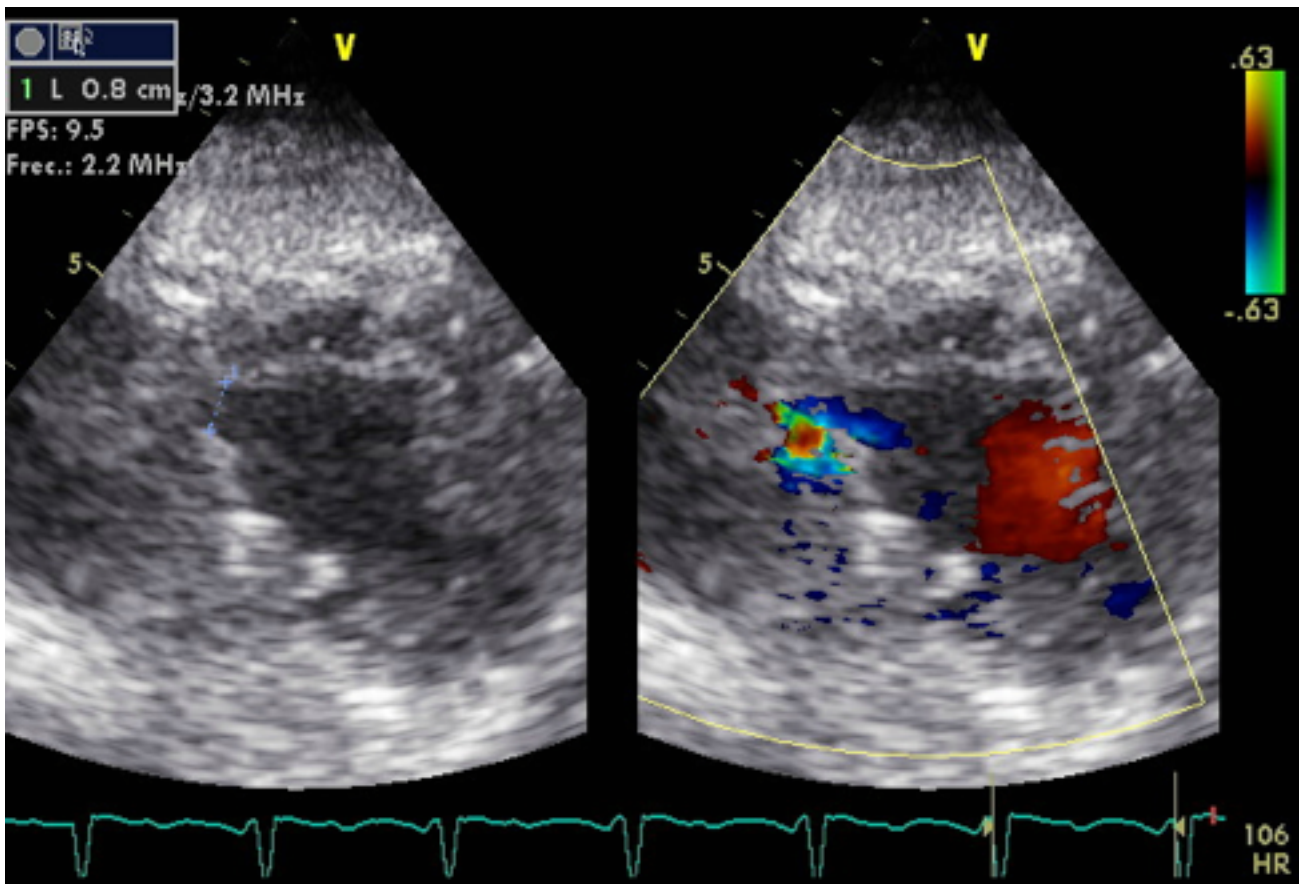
Ecocardiograma.
